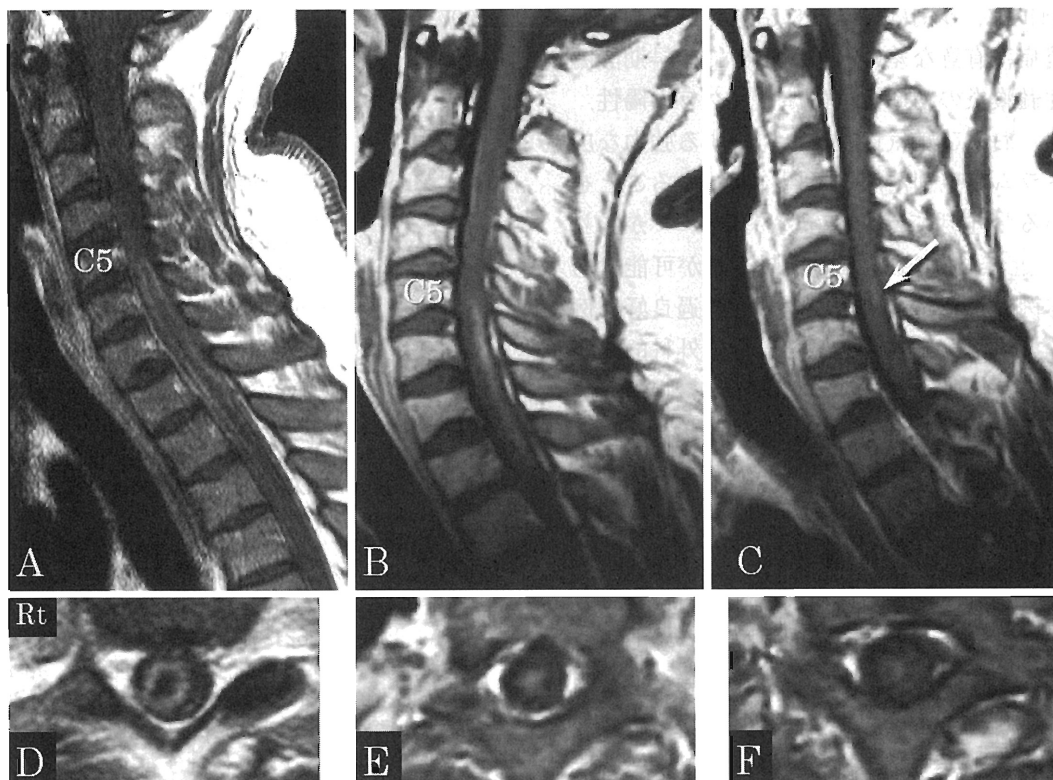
Cervical MRI. T1-weighted image with Gd-DTPA enhancement (A, B, C) sagittal sections. (D, E, F) axial sections. (A, D) Second hospital day. (B, E) 18th hospital day. (C, F) One month after beginning treatment. Cervical MRI showed spinal cord swelling with ring enhancement at the fifth/sixth cervical to the second/third thoracic cord levels on the second hospital day (A, D). The lesion with enhancement became smaller at the fifth/sixth cervical to the first thoracic cord levels on the 18th hospital day (B, E) and was barely seen at the fifth/sixth cervical level one month after beginning treatment (arrow in C).
